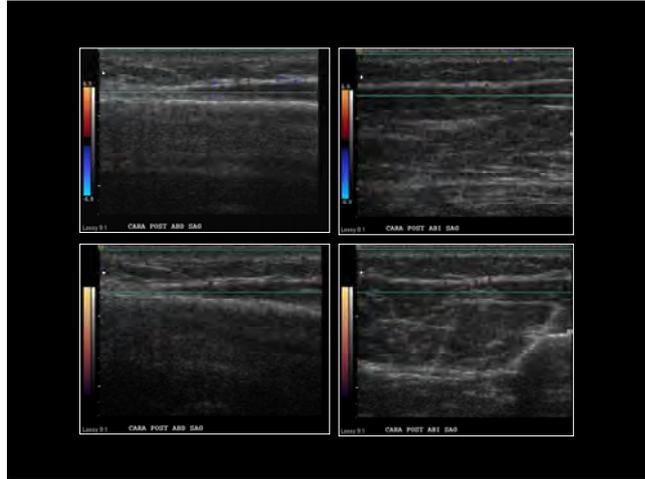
En el ultrasonido doppler color como pulsado no se observaron alteraciones vasculares.
